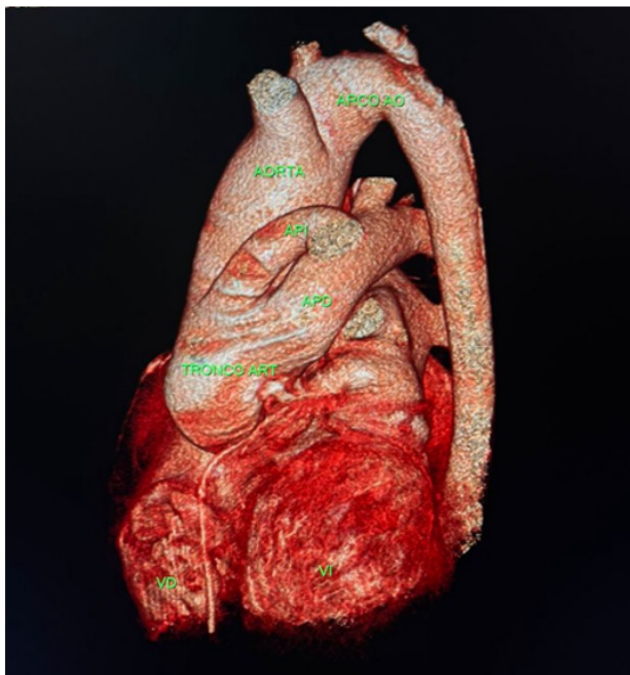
Tomografía cardíaca. Reconstrucción tridimensional observándose tronco único trifurcándose en la arteria pulmonar izquierda por delante, la arteria pulmonar derecha por detrás y a la aorta a la derecha.
